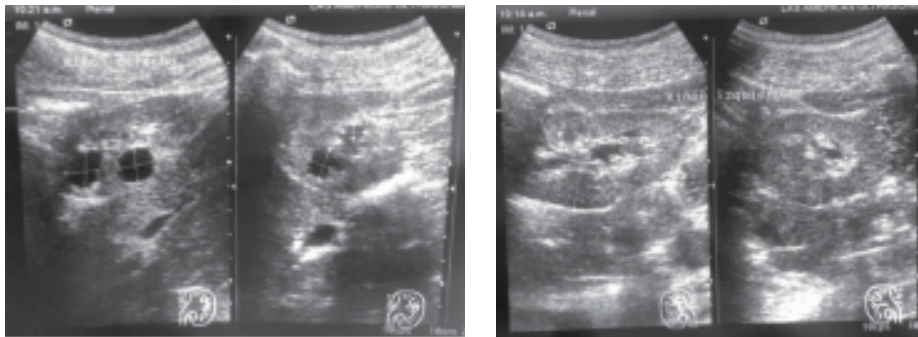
Ultrasonido renal reportando hipotrofia moderada y ecogenicidad aumentada en relación con enfermedad renal crónica de manera bilateral. A. Riñón derecho, con presencia de nodulaciones quísticas. B. Riñón izquierdo.
